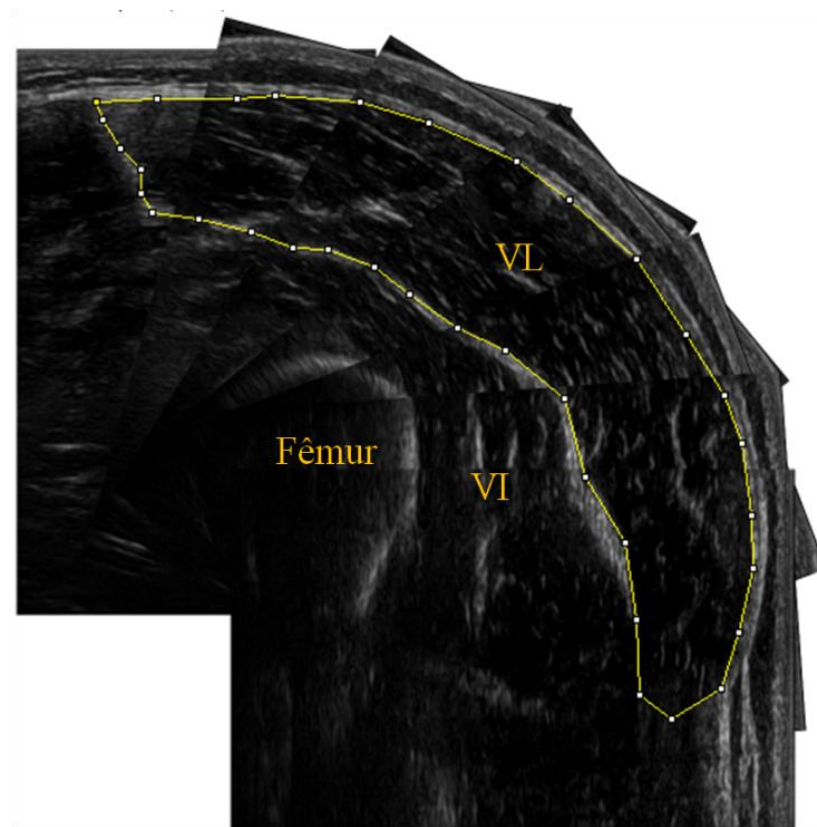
Imagem representativa da área de secção transversa do vasto lateral (VL) mensurada por ultrassonografia e quantificada no software *ImageJ*. VI, vasto intermédio.
